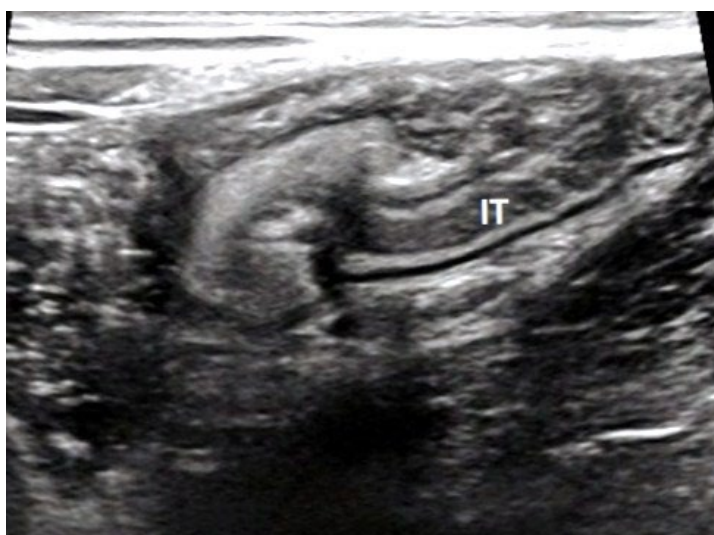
Sonogram pokazuje wargi zastawki krętniczo-kątniczej po błędzie dietetycznym u 34-letniej kobiety, u której wystąpiła biegunka
